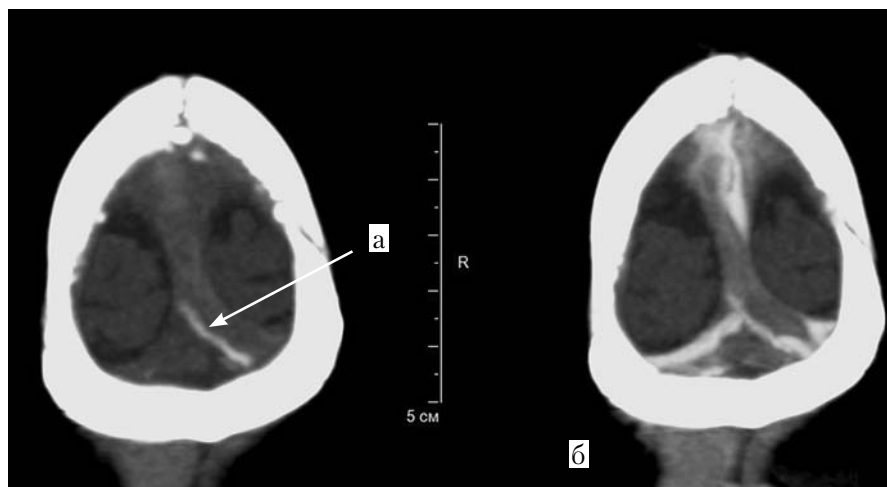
МСКТ. Коронарные многоплоскостные реформации до (слева) и после (справа) болюсного введения контрастного вещества: *a* — участок линейного обызвествления в проекции левого поперечного синуса и стока синусов; в верхнем сагиттальном синусе — гиперденсный участок формирования «свежего» тромба, остальные участки расположения тромботических масс в верхнем сагиттальном левом поперечном синусе и стоке синусов незначительно гиперденсны по сравнению с непораженным правым поперечным синусом; *б* — дефект наполнения в поперечном, верхнем сагиттальном синусах и стоке синусов
